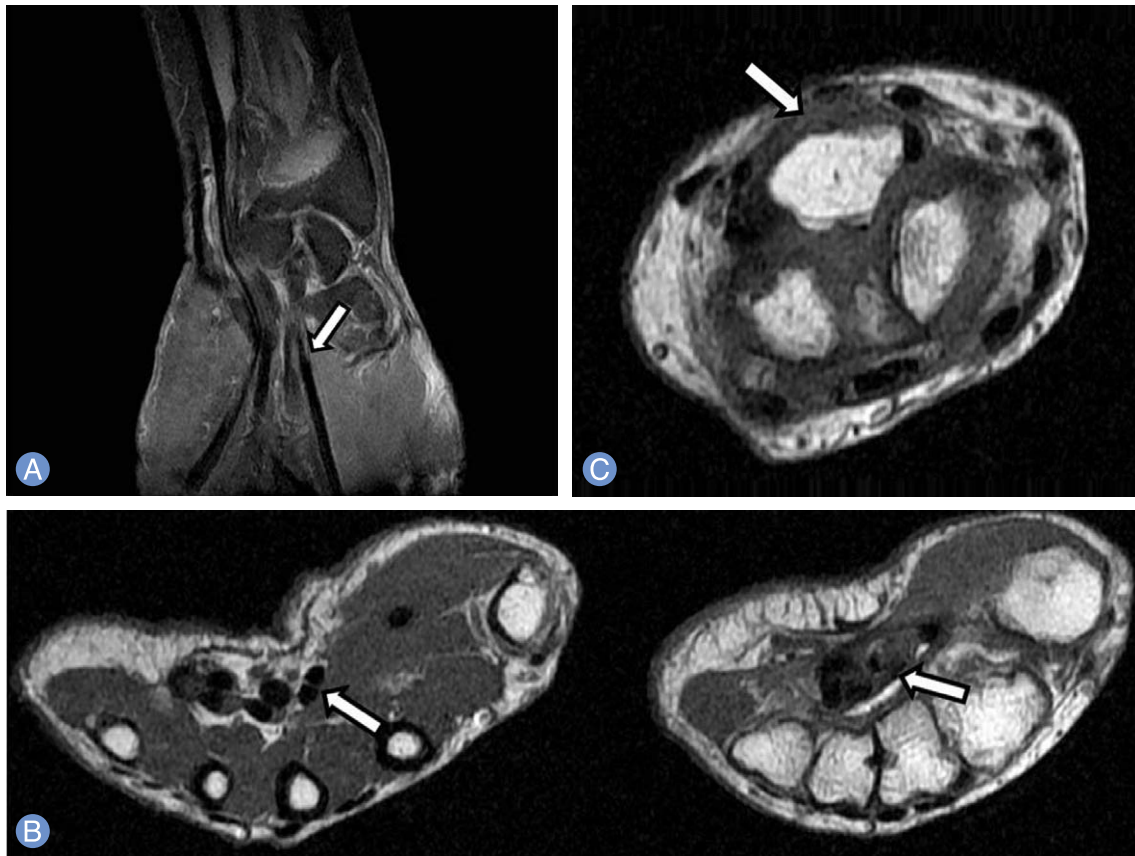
(A) Magnetic resonance image (MRI) (coronal view) shows third, fourth, fifth flexor tendons are ulnar deviated due to lunate dislocation and discontinuity of second flexor tendon (arrow). (B) MRI images (transverse view) show second flexor digitorum profundus & superficialis (left arrow) has continuity at metacarpal level but second flexor digitorum profundus & superficialis both is absent (right arrow) at carpal level. (C) MRI image shows anteriorly dislocated lunate compress the median nerve (arrow).
